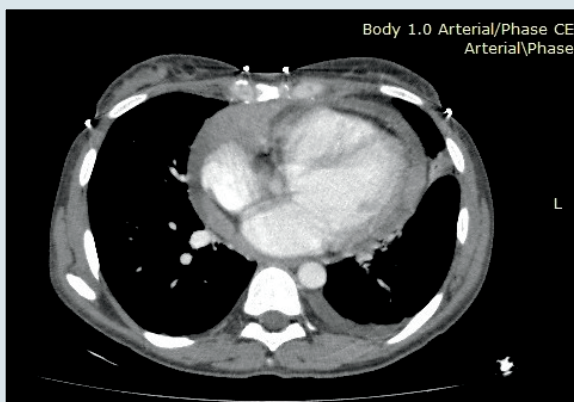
Комп'ютернотомографічне сканування пацієнтки Д. (історія хвороби № 6185)
